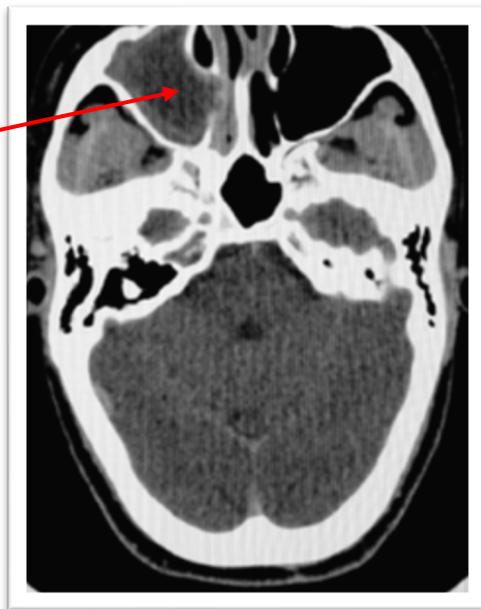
imagem com a tomografia computadorizada, imagem retirada Pereira RS, Bonardi JP, Ferreira ACD, Latini GL. An unusual case of dental infection by *Pseudomonas aeruginosa* causing a brain abscess: case report. Aust Dent J. 2017
